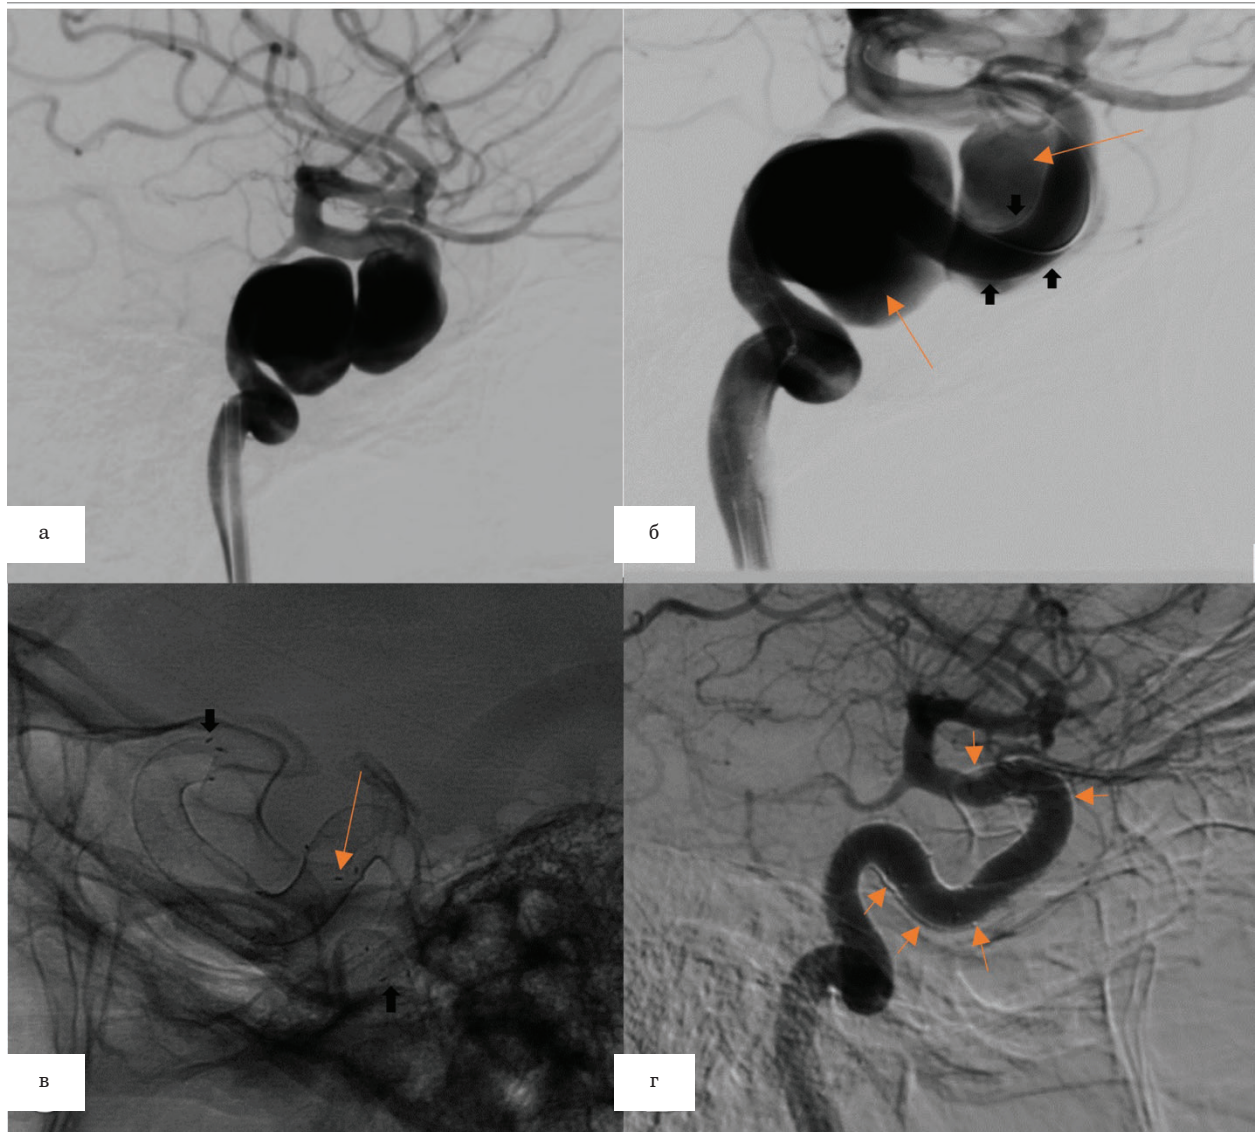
Две крупные (18,3 и 20,4 мм) диссекционные аневризмы кавернозного сегмента правой ВСА: *а* – пациент 27 лет, за неделю до операции попал в дорожно-транспортное происшествие. При поступлении пациент предъявлял жалобы на умеренные головные боли больше в правой части головы. При осмотре нейроофтальмологической патологии выявлено не было, реакция зрачков на свет удовлетворительная. Сначала на МСКТ и МСКТ-АГ, а затем и на селективной церебральной ангиографии выявлены две крупные (18,3 и 20,4 мм) диссекционные аневризмы кавернозного сегмента правой ВСА. На боковой проекции селективной церебральной ангиограммы представлены две диссекционные аневризмы кавернозного сегмента правой внутренней сонной артерии; *б* – стагнация контраста в аневризмах (длинные стрелки) в позднюю артериальную фазу после имплантации поток-перенаправляющего стента, визуализируются страты установленного стента (фигурные стрелки); *в* – в режиме длительной экспозиции визуализированы два поток-перенаправляющих стента Derivo, стрелкой указан конец первого и начало второго стента, фигурными стрелками указаны начало и конец конструкции; *г* – контрольная церебральная ангиография через 6 месяцев показала тотальное выключение аневризм из кровотока, без реактивного разрастания сосудистой стенки. Стрелками указано положение стентов. Клиническая картина регрессировала полностью
